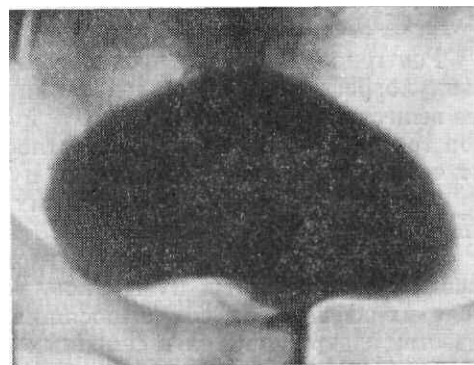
Рентгенограмма мочевого пузыря в прямой задней проекции. Вдавление по нижнему контуру мочевого пузыря обусловлено увеличенной предстательной железой.
